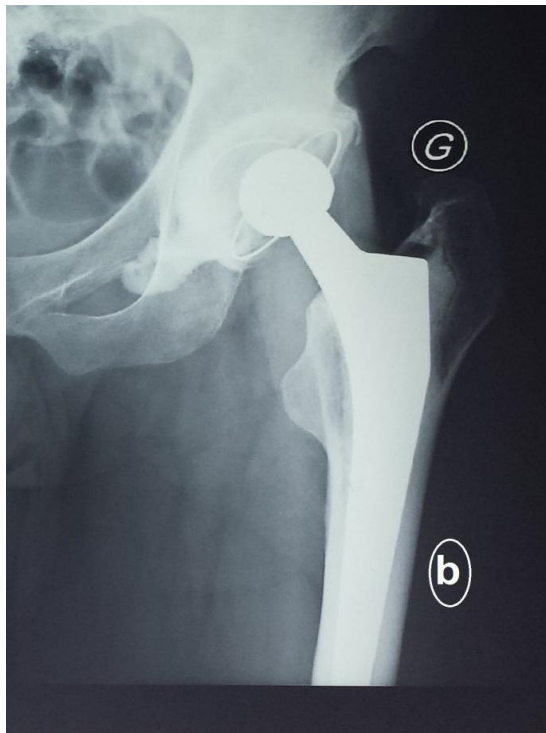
Radiographie de la hanche gauche de face, montrant une PTH non cimentée chez un patient de 80 ans, opéré suite à une fracture du col du fémur
